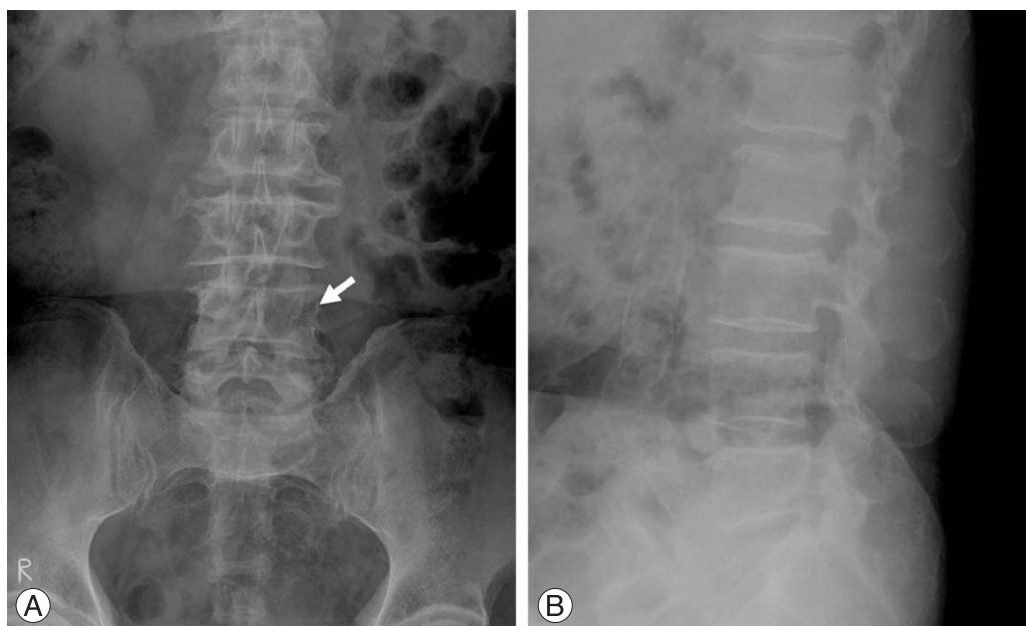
Preoperative AP (A) and lateral (B) radiographs of a 72-year-old man suffering from spinal stenosis at L3-4 level. Arrow indicates absence of the left L4 pedicle.
